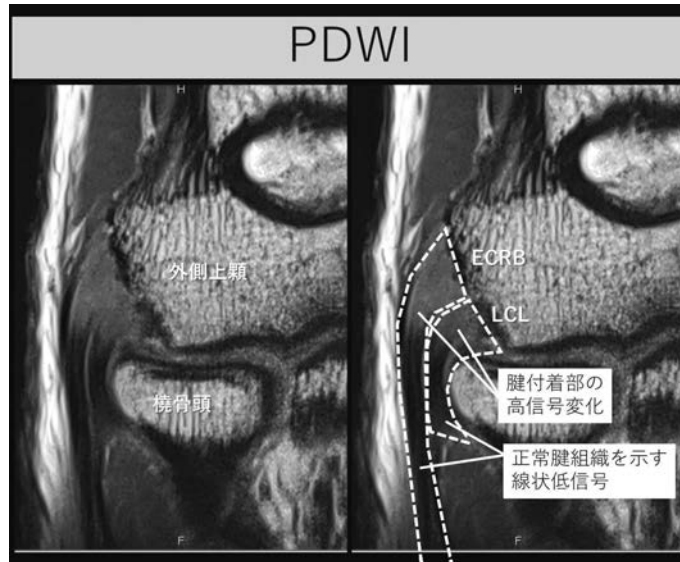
自験例における MRI 画像の一例を図に示した。著者らの撮像方法では、上腕骨外側上顆における詳細な局所構造が描出可能である。すなわち、外側上顆に付着する、ECRB 腱・LCL を個別の構造物として認識可能で、いずれも各画像条件で線状低信号を示す構造物として描出された。腱成分の視認性は PDWI, T2\* で高く、T2fs では ECRB, LCL を個別に認識できない症例もあった。
